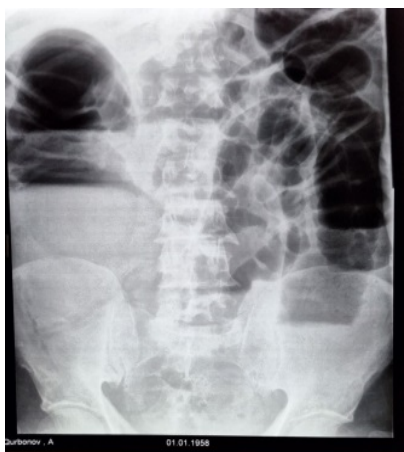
Обзорная рентгенограмма живота при поступлении в стационар
